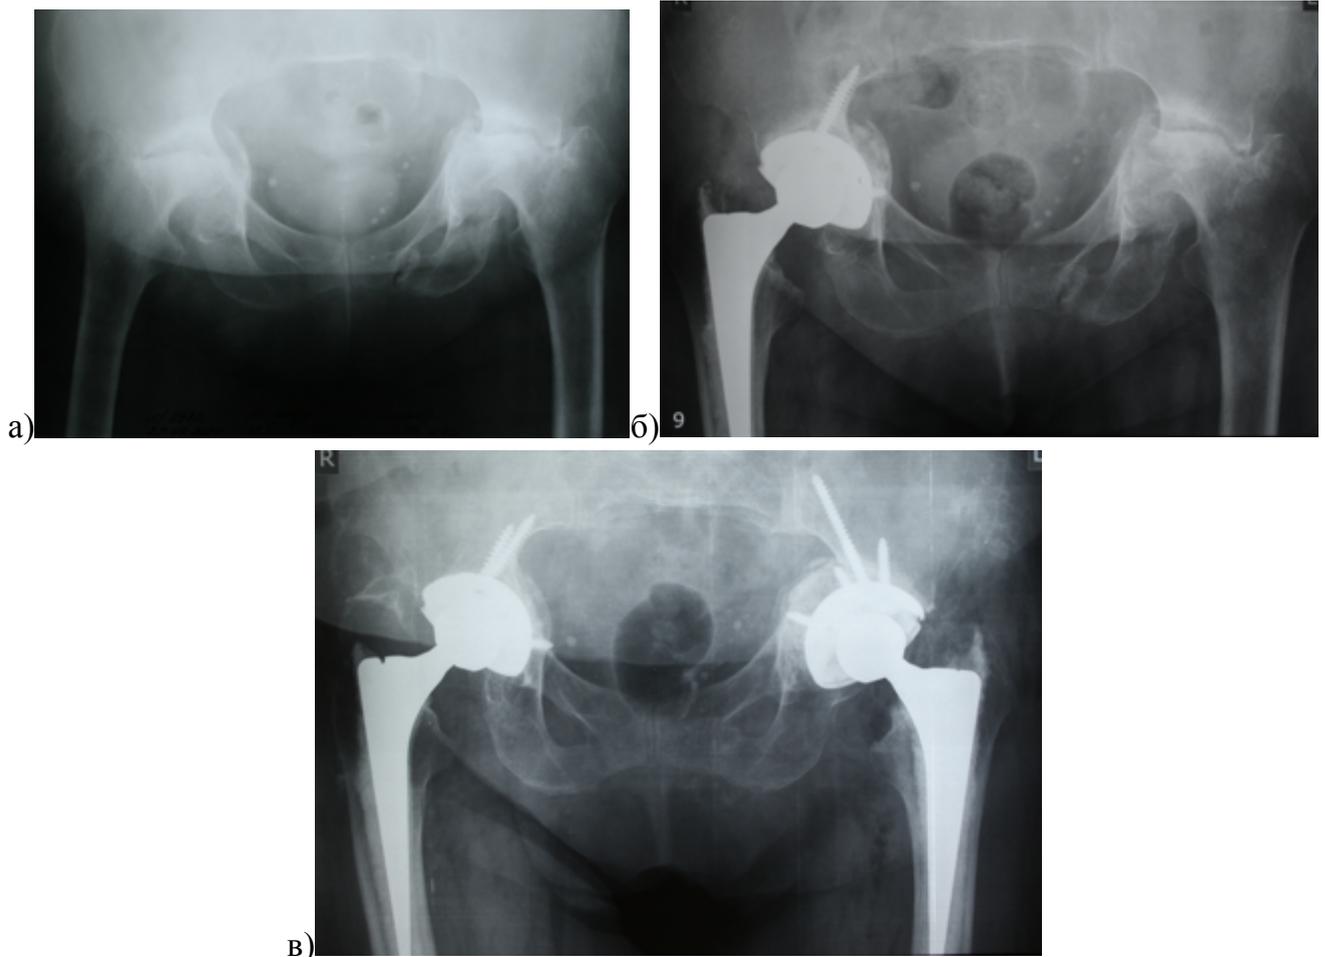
Рентгенограммы пациентки 63 лет с ревматоидным артритом и преимущественным поражением обоих ТБС: а) выраженная протрузия головок обеих бедренных костей; б) выполнено тотальное эндопротезирование правого ТБС с импакционной костной пластикой и установкой бесцементного вертлужного компонента с дополнительной фиксацией 4 винами; в) при поступлении через полгода на эндопротезирование второго сустава был диагностирован отрывной перелом большого вертела, который пациентку не беспокоил, выполнено эндопротезирование левого ТБС также с импакционной костной пластикой и установкой бесцементного вертлужного компонента с дополнительной фиксацией 4 винами
